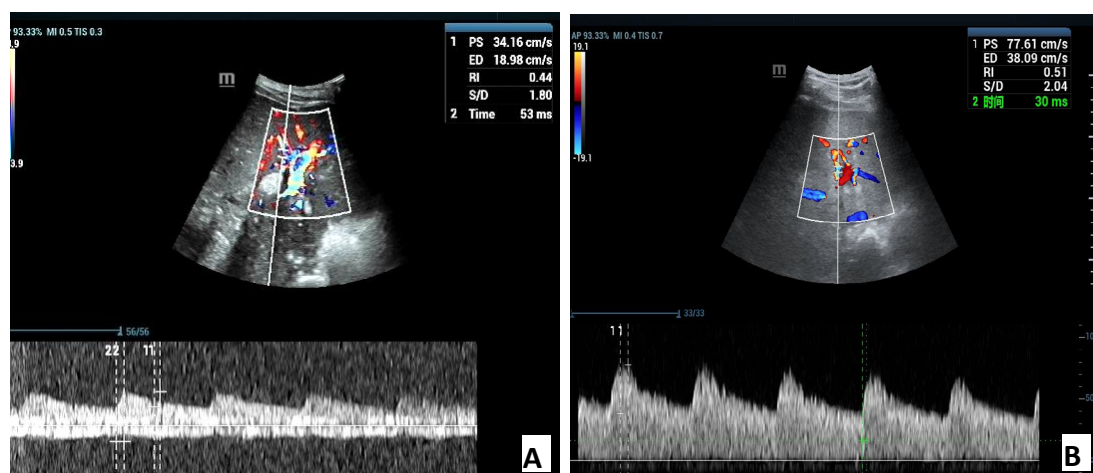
肝移植术后胆道狭窄组与对照组患者肝内动脉频谱多普勒超声
